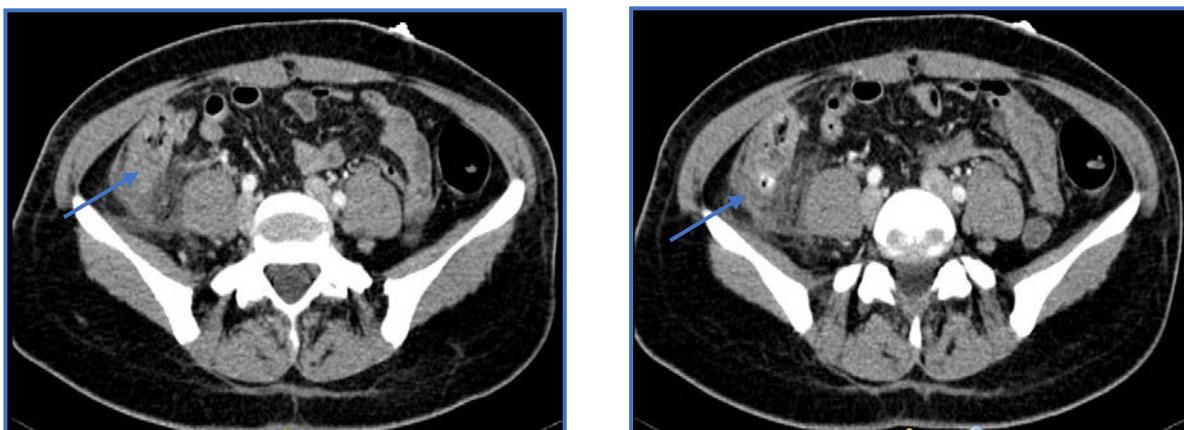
Cortes axiales de TAC, marcados con flecha el divertículo y el plastrón inflamatorio adyacente.
